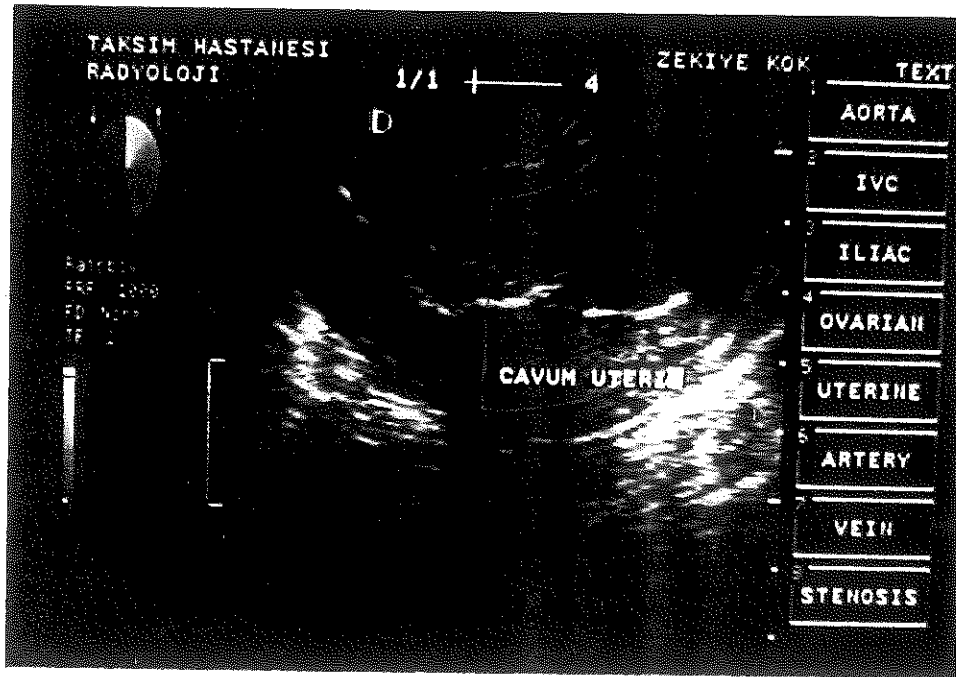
(6, 7, 8, 9, 10, 11): Kavum uteride foley sondanın balonu şişirilmiş durumda Renkli Doppler USG incelemesiyle HSS'de, serum fizyolojik ve hava kabarcıklarının foley sondanın ucundan çıkarak kavum uteri → tuba uterinumun intramural kısmında isthmik bölgeye doğru geçişi izlenmektedir. (29 prot. nolu vaka)
